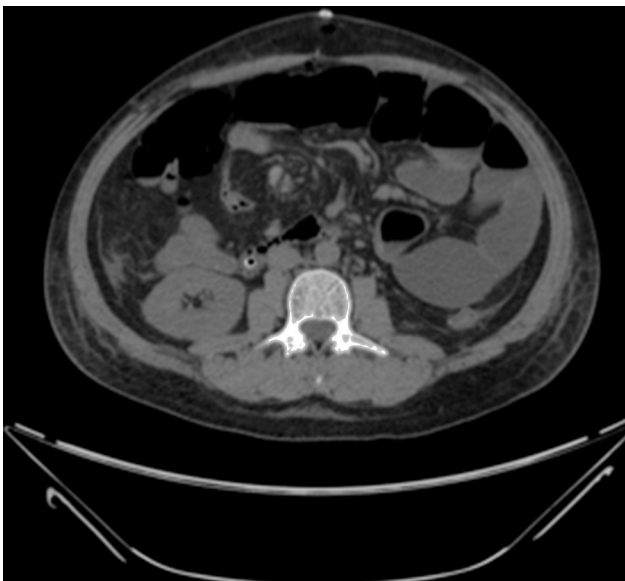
En esta tomografía se observó nuevamente el signo del remolino.
